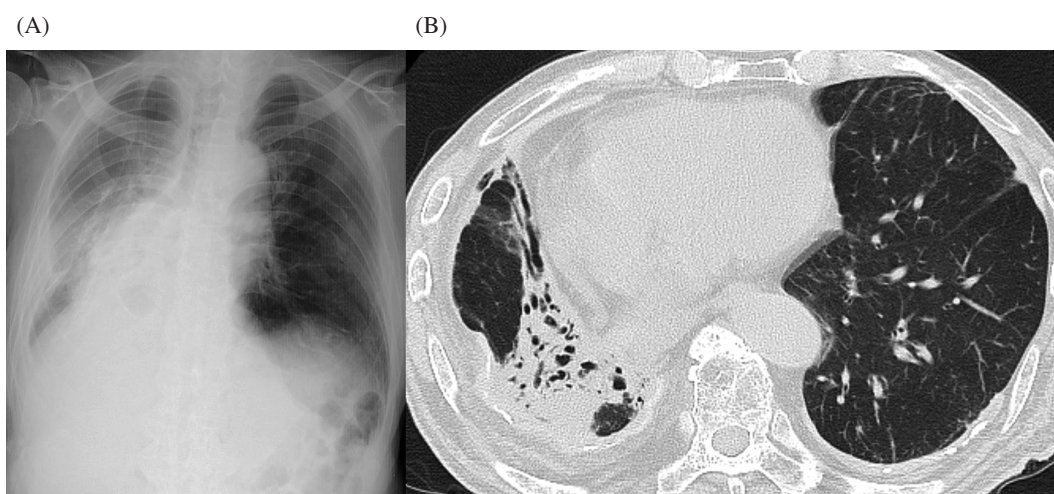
Chest radiograph (A) and CT scan (B) on admission are shown. A new infiltrating shadow is seen within the post-irradiated area of the right lower lobe.
